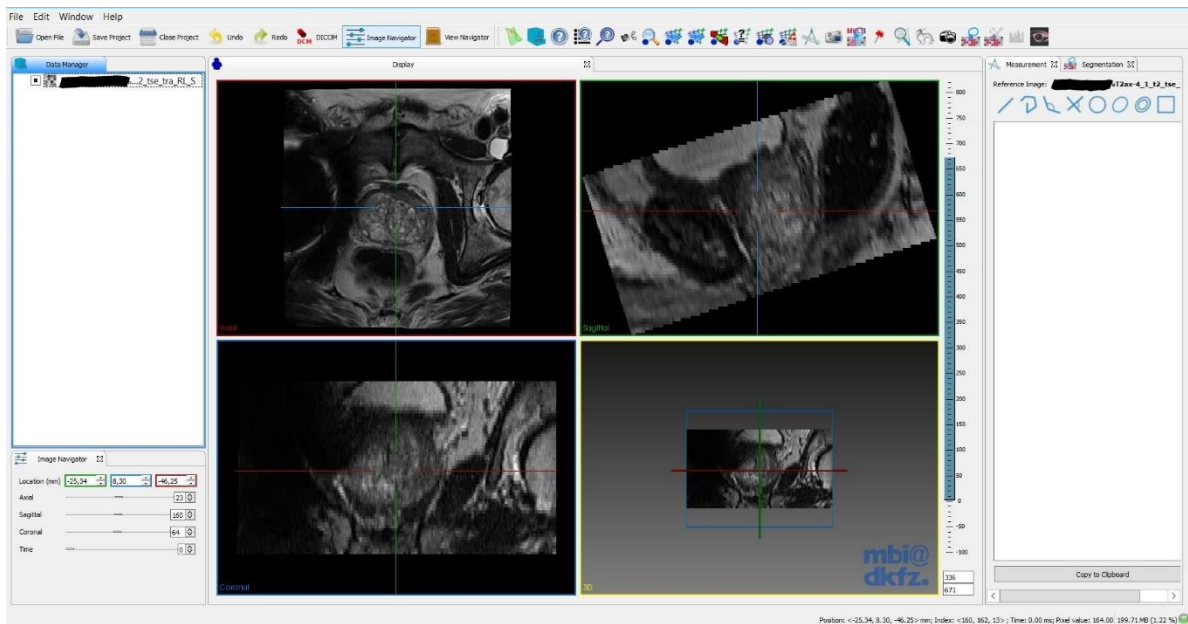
MITK Arbeitsoberfläche Übersicht: Die Abbildung zeigt die Übersichtsansicht von MITK nach Hinzufügen eines Bilddatensatzes am Beispiel der axialen T2W-Sequenz einer Prostata-MRT. Quelle: eigene Abbildung
